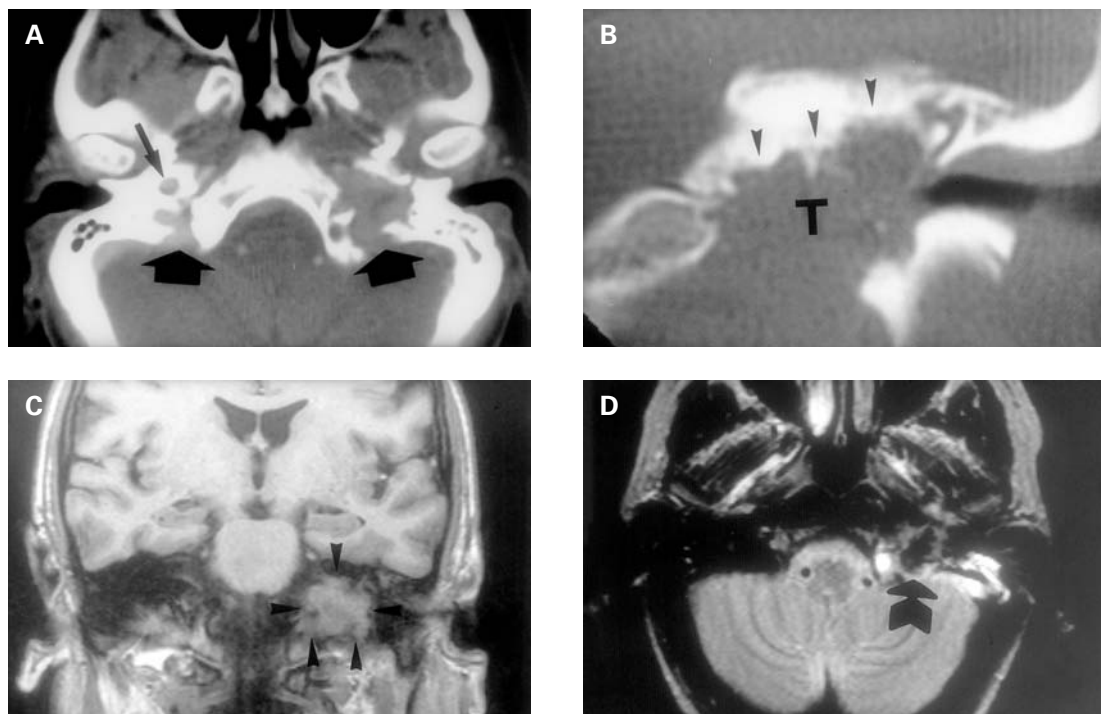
Condrosarcoma de foramen yugular. A: TC axial. Los forámenes yugulares (flechas gruesas) son asimétricos, por destrucción de los márgenes óseos del izquierdo. Obsérvese que al agujero carotídeo (flecha) está destruido en el lado de la lesión. B: TCAR coronal. El tumor (T) erosiona la mitad inferior del peñasco (puntas de flecha) y ocupa la caja timpánica. C: RM T₁ coronal. La lesión (puntas de flecha) tiene señal intermedia, ligeramente heterogénea y de contornos lobulados, en principio indistinguible de un paraganglioma. D: RM T₂ axial. El tumor (flecha) presenta la región central muy hipointensa, dato en contra del paraganglioma y a favor de la fibrosis o los depósitos cálcicos. Este condrosarcoma estaba poco vascularizado y no se detectó vascularización tumoral en la angiografía.
